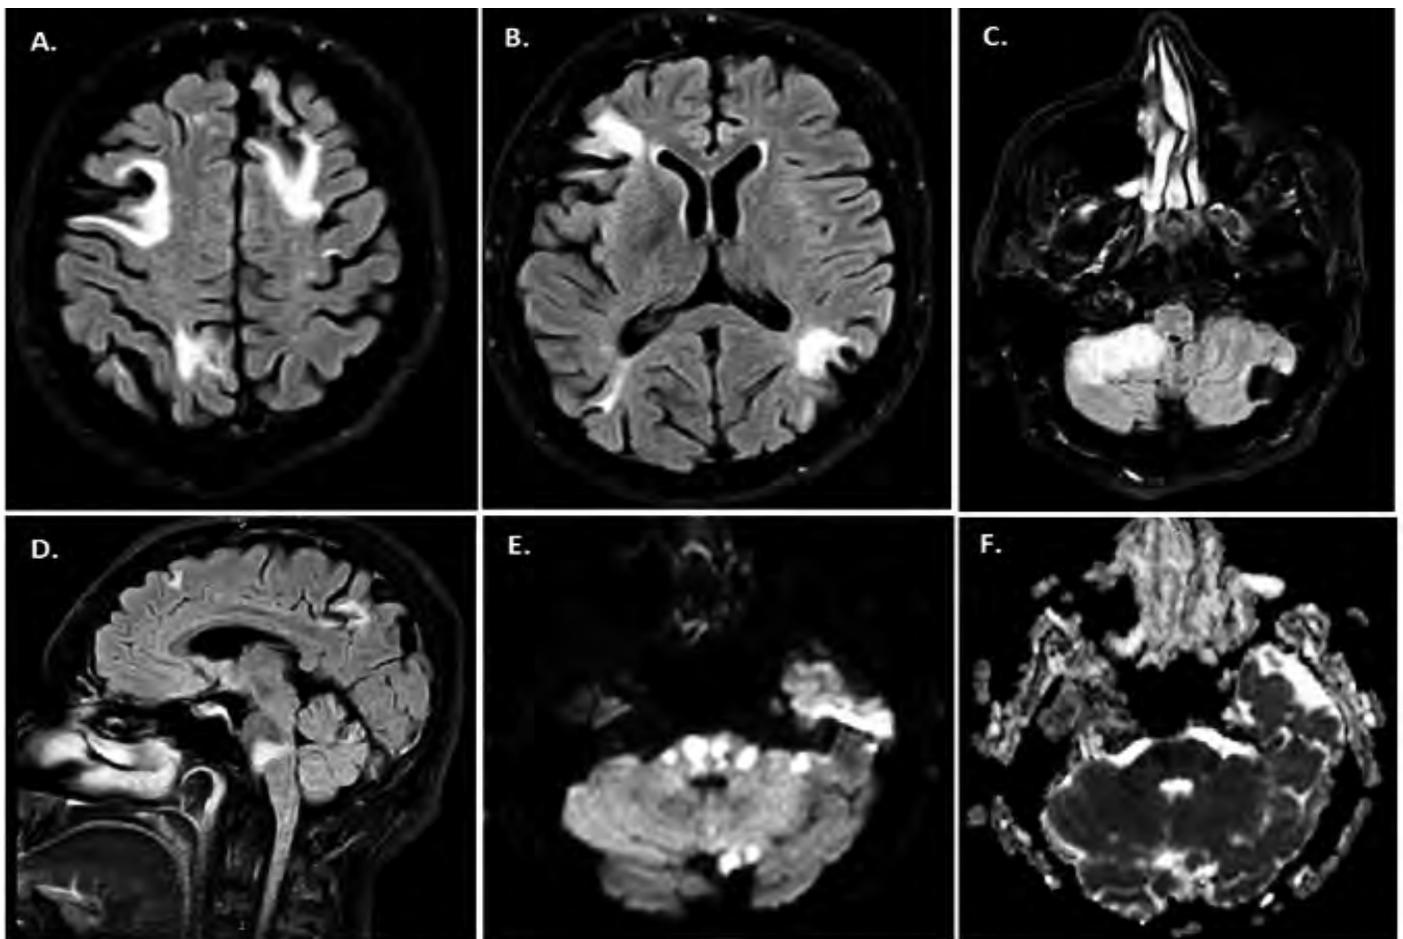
Resonancia magnética de cerebro. Cortes axiales en FLAIR con lesiones isquémicas múltiples (A-C). Corte sagital en FLAIR con lesión hiperintensa en región de la base del puente (D). Lesión pontina hiperintensa en secuencia DWI sugestiva de evento isquémico (E) y que se corrobora como lesión hipointensa en secuencia ADC, por ende, compatible con isquemia (F).
